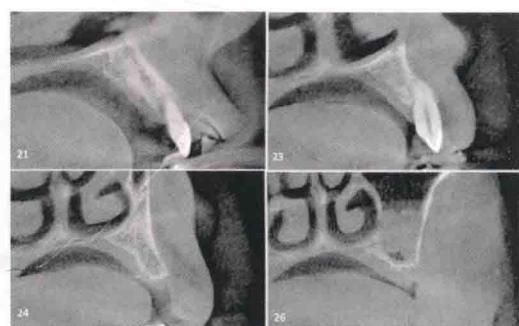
上颌左侧中切牙、尖牙、第一前磨牙、第一磨牙CBCT截图
